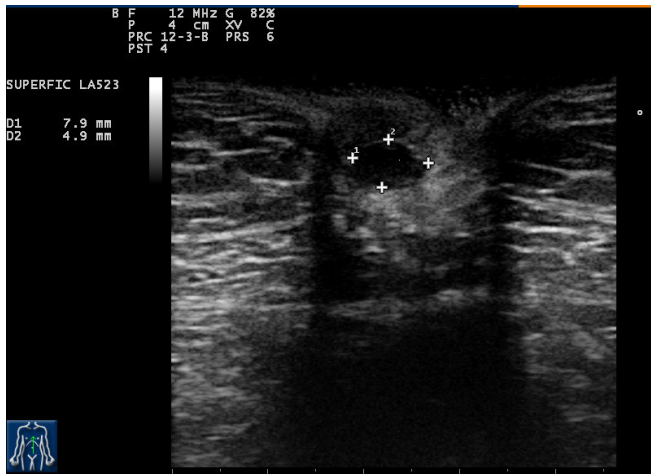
Ecografía de pared abdominal a nivel umbilical.
